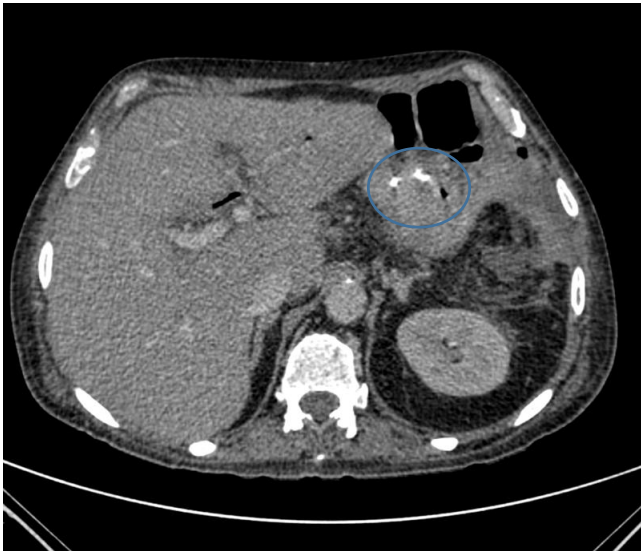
Cortes axial y coronal de TC abdomino-pélvico tras administración de contraste intravenoso después de 2 meses tras pancreatoduodenectomía total en Y de Roux con fiebre, leucocitosis y elevación de la PCR. Se visualiza edema de la grasa mesentérica en el abdomen superior con presencia de escasas burbujas de aire extraluminales adyacentes a la sutura gástrica con cambios inflamatorios y escasa cantidad de líquido sin poder descartarse dehiscencia de sutura.
